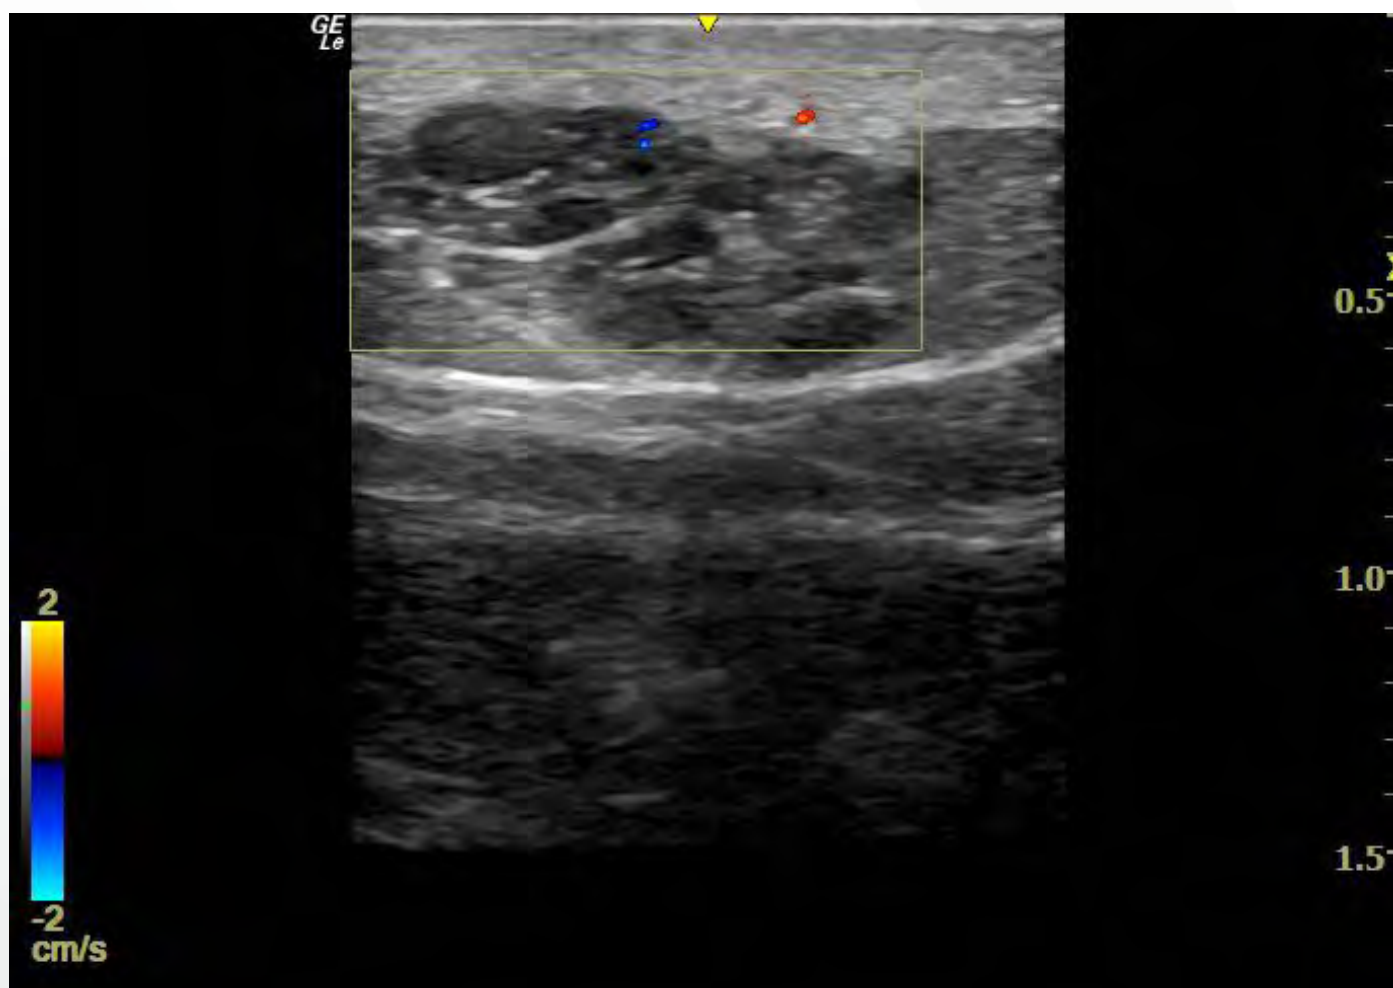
Doppler espectral no valorable.
